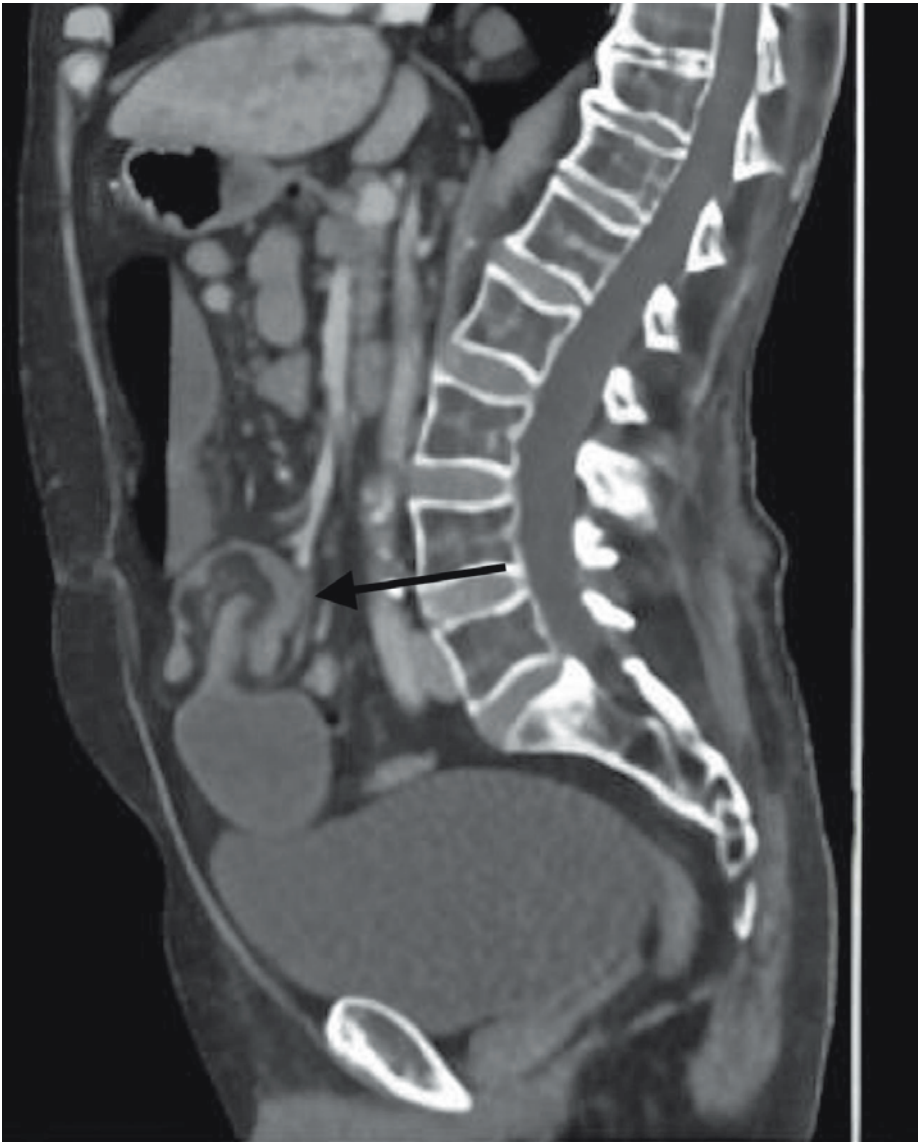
Computertomographie Abdomen (sagittale Ebene). Der Pfeil zeigt die Invaginationsstelle.
